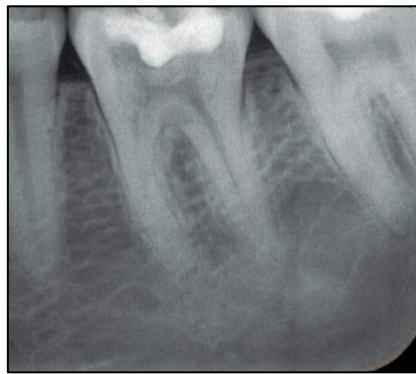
Radiografía con marca impresión digital.
